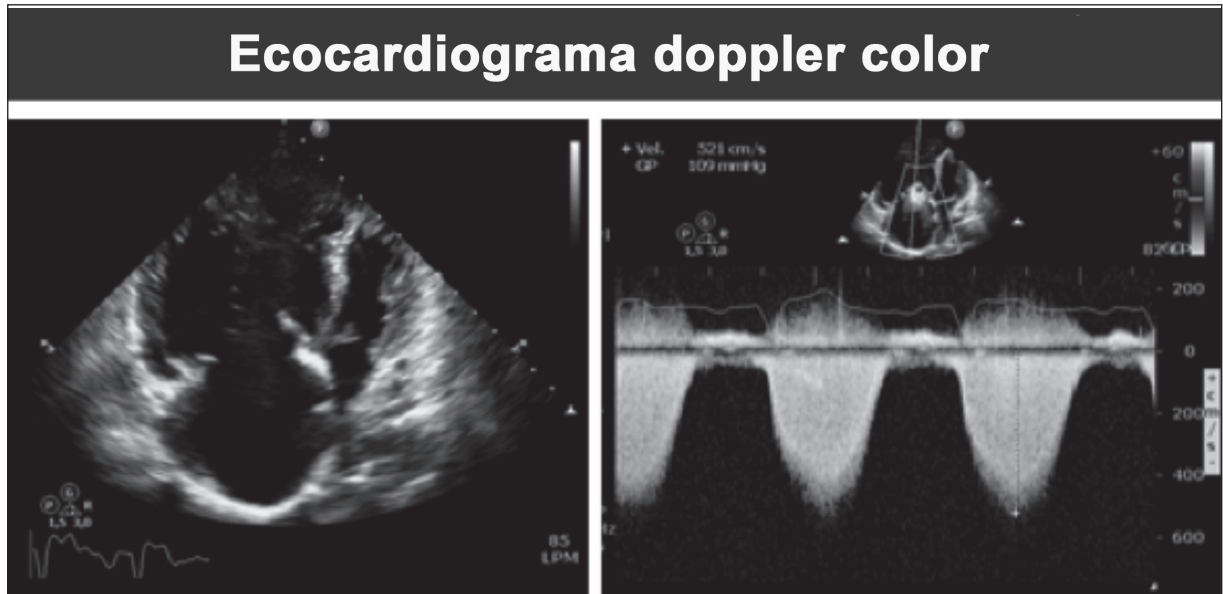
El ecocardiograma permite estimar la presión sistólica pulmonar, evaluar la función y tamaño del ventrículo derecho y descartar otras causas de HP.
